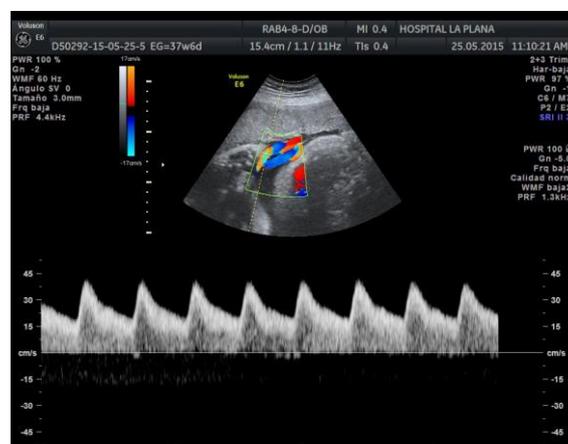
Obtención de la onda de velocidad de flujo de la arteria umbilical con Doppler pulsado en un feto de 37 semanas. Con Doppler color, se dibuja el cordón umbilical.
